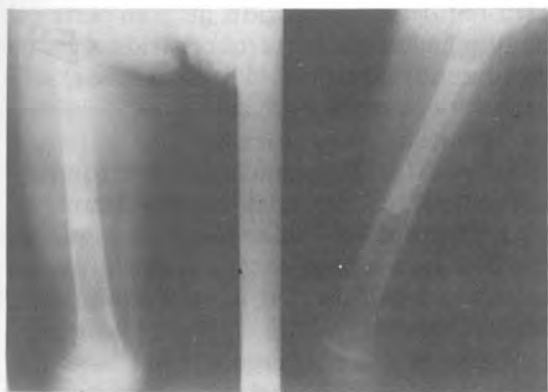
Radiografía postquirúrgica.
